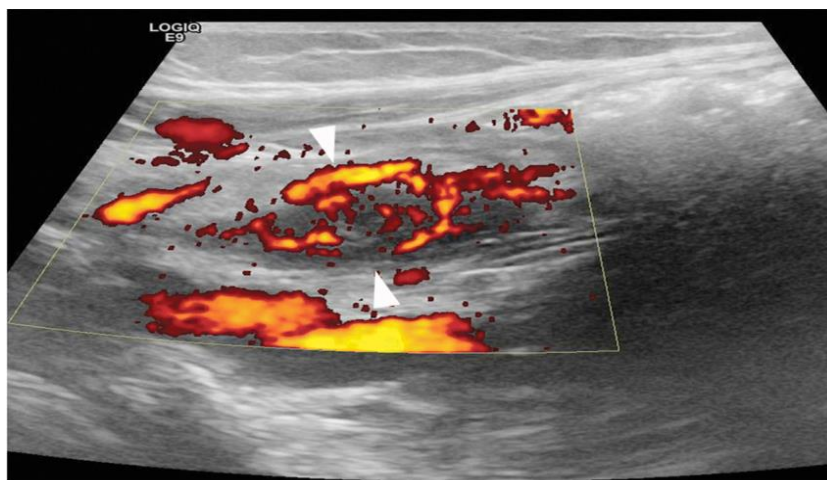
Collor Doppler prikaz crvuljka, Transverzalna slika upaljenog crvuljka
